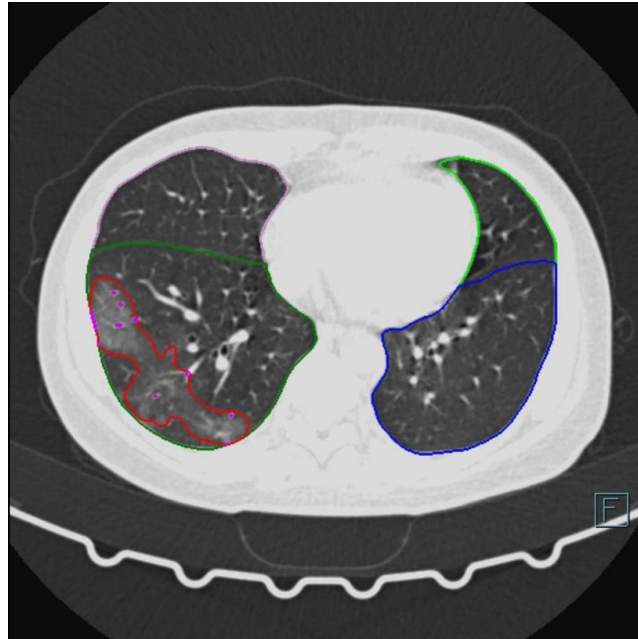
Виділення патологічних областей на КТ зрізах у AI-Rad Companion Chest CT [14]
